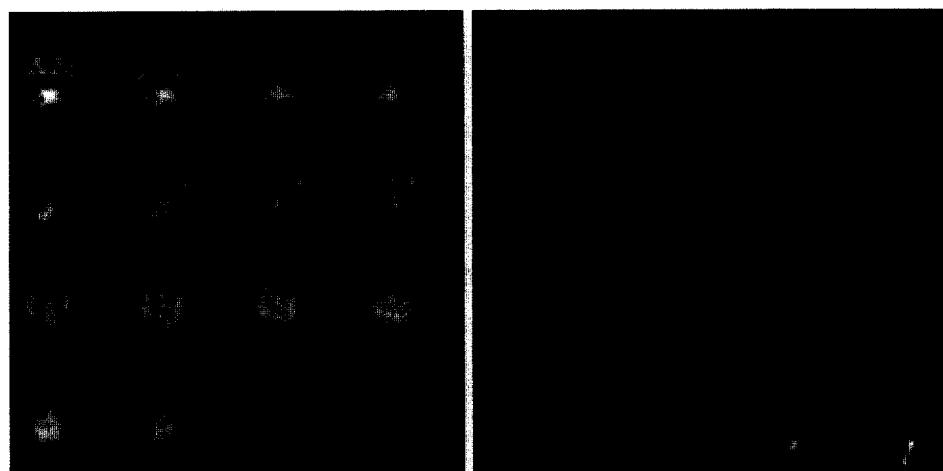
Brain SPECT of normal brain perfusion (left) and empty skull due to absence of intracranial perfusion (right).
